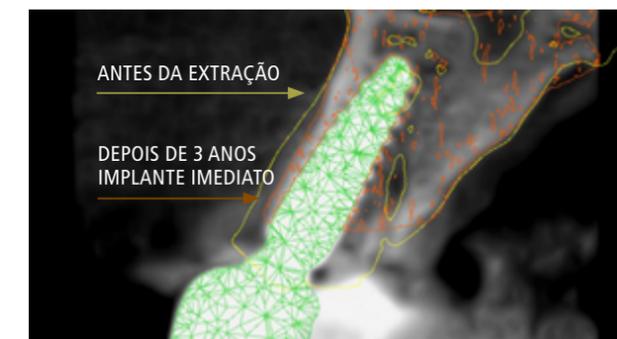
Avaliação do local três anos após extração e implante imediato, com tomografia em 3-D. Após 3 anos de acompanhamento, mostra a perda de menos osso quando colocamos o implante imediato, em comparação à extração do dente sem enxerto ou implante imediato (imagem 1).
